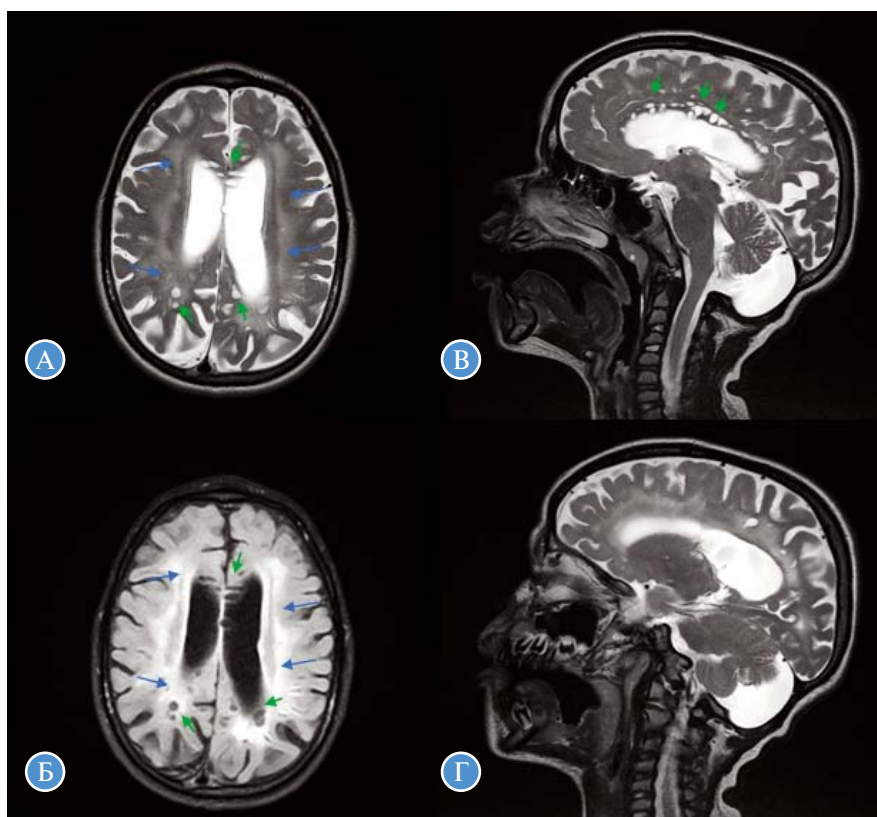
Очаговые изменения белого вещества и расширение периваскулярных пространств. На аксиальных изображениях в режиме T2-ВИ (А) и FLAIR (Б) и сагиттальных изображениях в режиме T2-ВИ (В, Г) — поражение белого вещества больших полушарий в виде зон гиперинтенсивного сигнала (синие стрелки), расширение периваскулярных пространств (короткие зеленые стрелки) в пери- и интракаллезных отделах, в перивентрикулярном белом веществе
